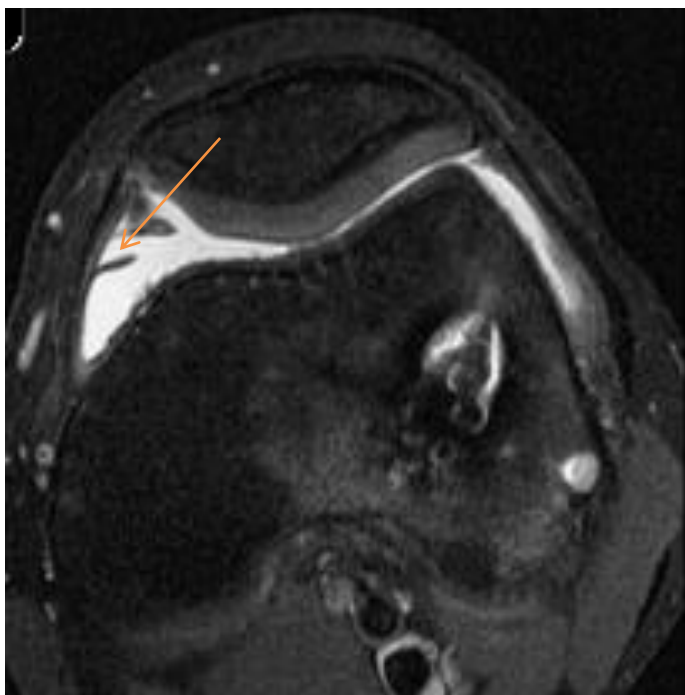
МР-томограма пацієнта з типом А медіопателлярної складки.
